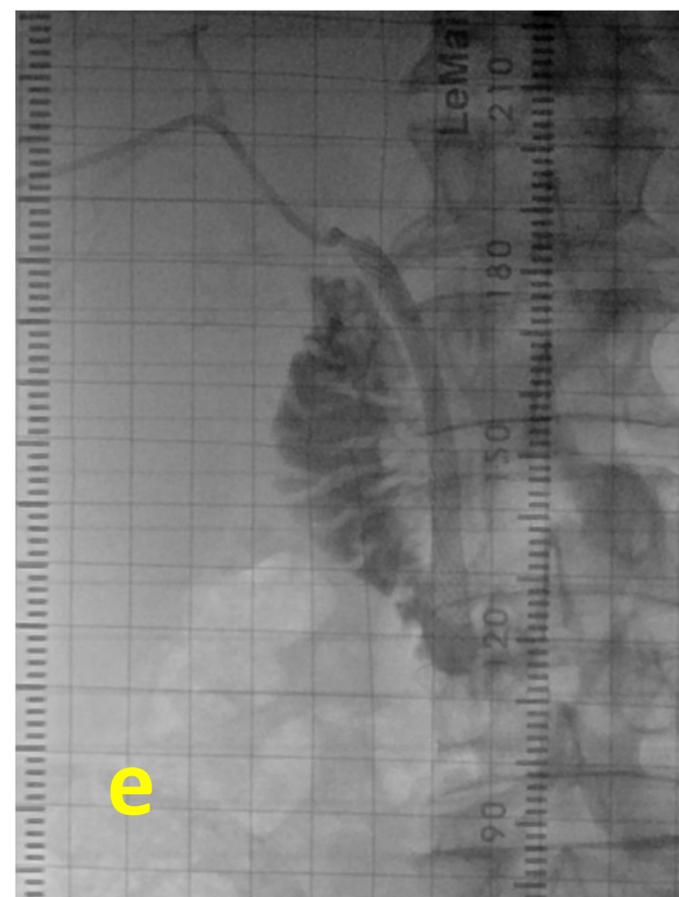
Estenosis del colédoco por adenopatías hiliares: a y b) Corte axial y reconstrucción coronal de TC donde se observa la estenosis causada por las adenopatías hiliares (círculos), c) CTH con DBE, d) CTH con DBI-E, e) CTH con endoprótesis que sobrepasa la zona estenótica.
